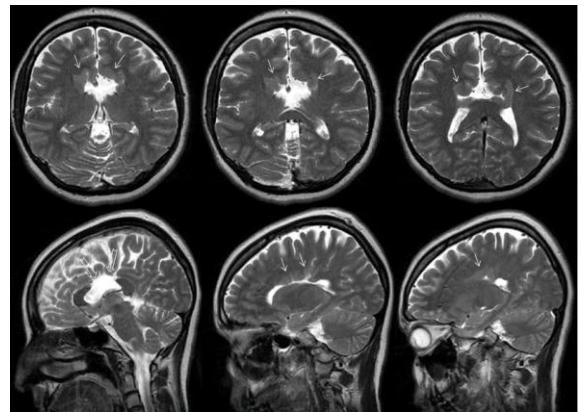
18 yaşındaki kadın hastada solda açık dudaklı, sağda kapalı dudaklı şizensefali ve komşu kortikal yüzeylerde ile sağda perisilvian polimikrogiri (oklar) ve parsiyel septum pellucidum agenezisi (Üst sıra ile alt sıra ilk resim: aksiyel T2 ağırlıklı MRG, alt sırada son 3 resim: sagittal T2 ağırlıklı MRG)
